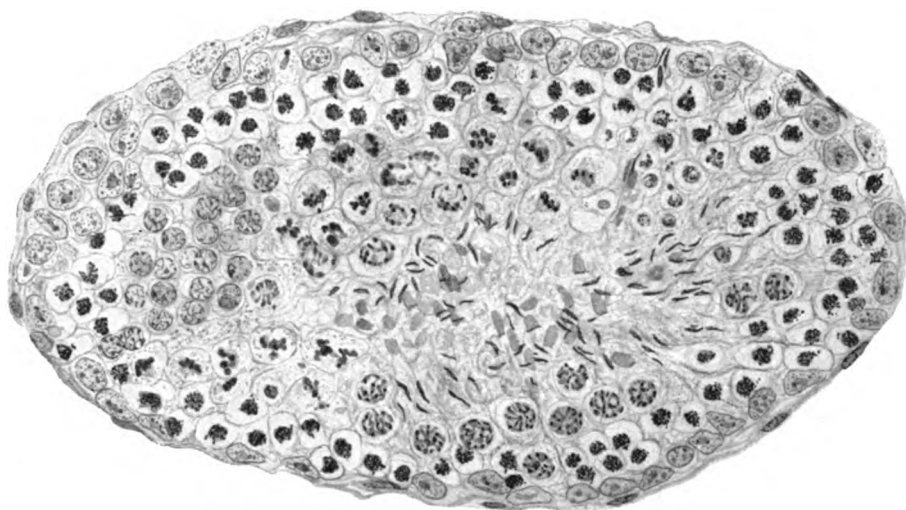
Vorgeschrittene Repopulation eines Röntgenhodens 38 Tage nach einer Bestrahlung mit 2 H.E.D. (Prot. Nr. 7, l.). Haematox. Eosin, Zeiß, KO. 5 ×, Ap. 90. Zahlreiche Synapsen, Reifeteilungen. Prä-spermiden (links im Bilde), ja selbst schon Spermiden. Vereinzelte Spermien dürften vielleicht noch aus der Depopulationsperiode stammen.
